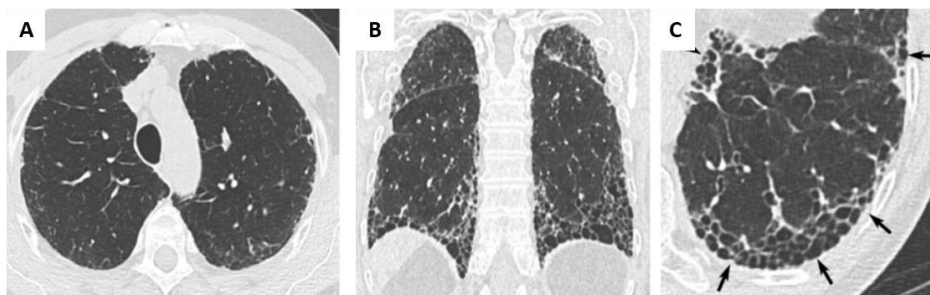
Imágenes de TCAR de tórax que muestran el patrón NIU. (A) Sección de TC transversal y (B) reconstrucción coronal que ilustra la presencia de panal de abeja con predominio subpleural y basal. (C) Vista ampliada del lóbulo inferior izquierdo que muestra las características típicas del panal de abejas, que consta de espacios aéreos quísticos agrupados, con paredes bien definidas y diámetros variables (adaptación de (Ganesh Raghu *et al.* 2018)).
